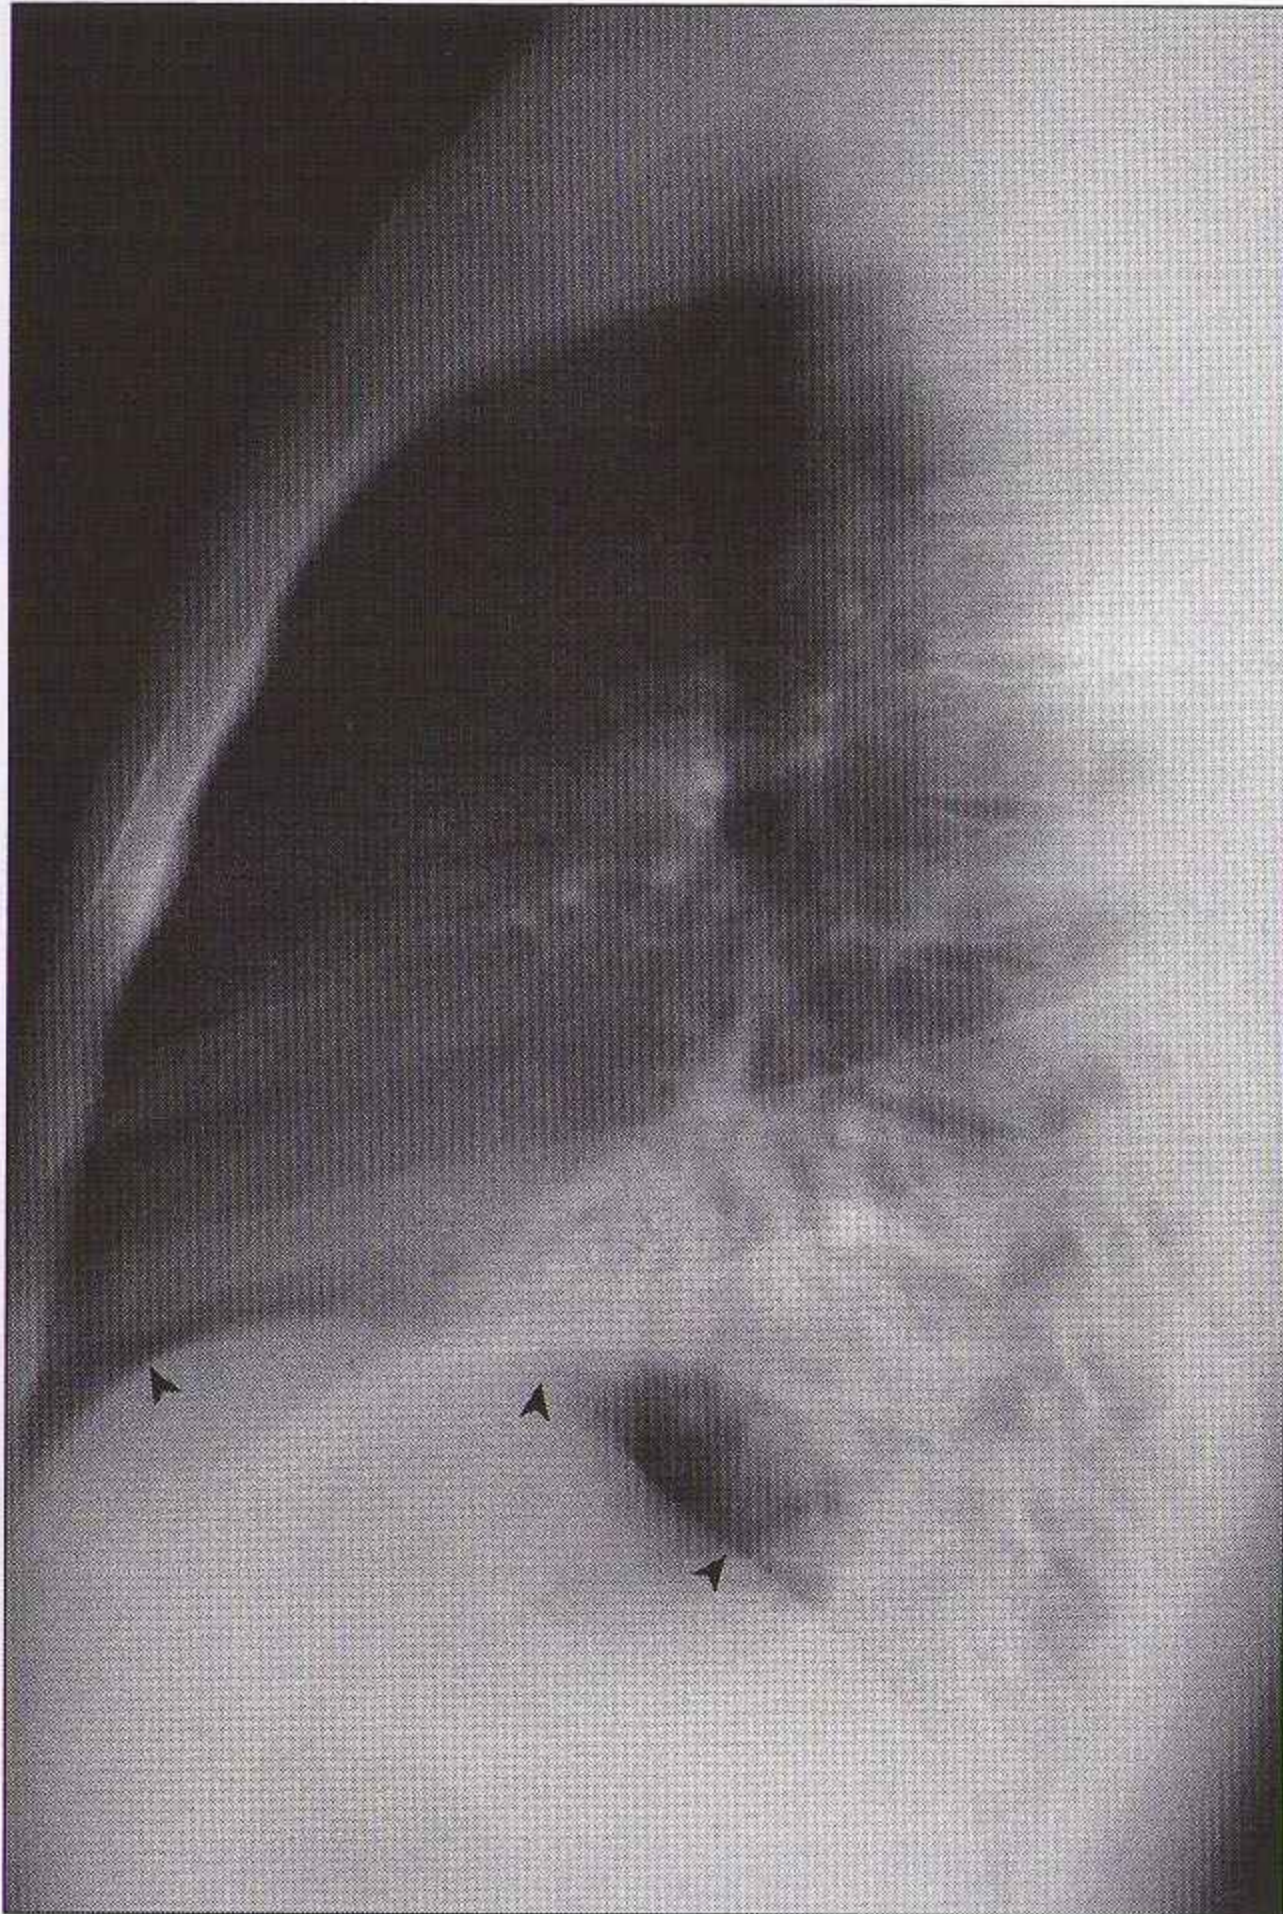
Sur cette radiographie de profil, deux anomalies indiquent un foyer du lobe inférieur gauche. Premièrement, une seule coupole diaphragmatique est visible – le bord supérieur de la coupole droite (têtes de flèche). La coupole gauche n'est pas visible. Secondement, les corps vertébraux inférieurs sont plus opaques (denses/blancs) que les corps vertébraux supérieurs. À comparer avec une radiographie de profil normale (figure 15.3).
